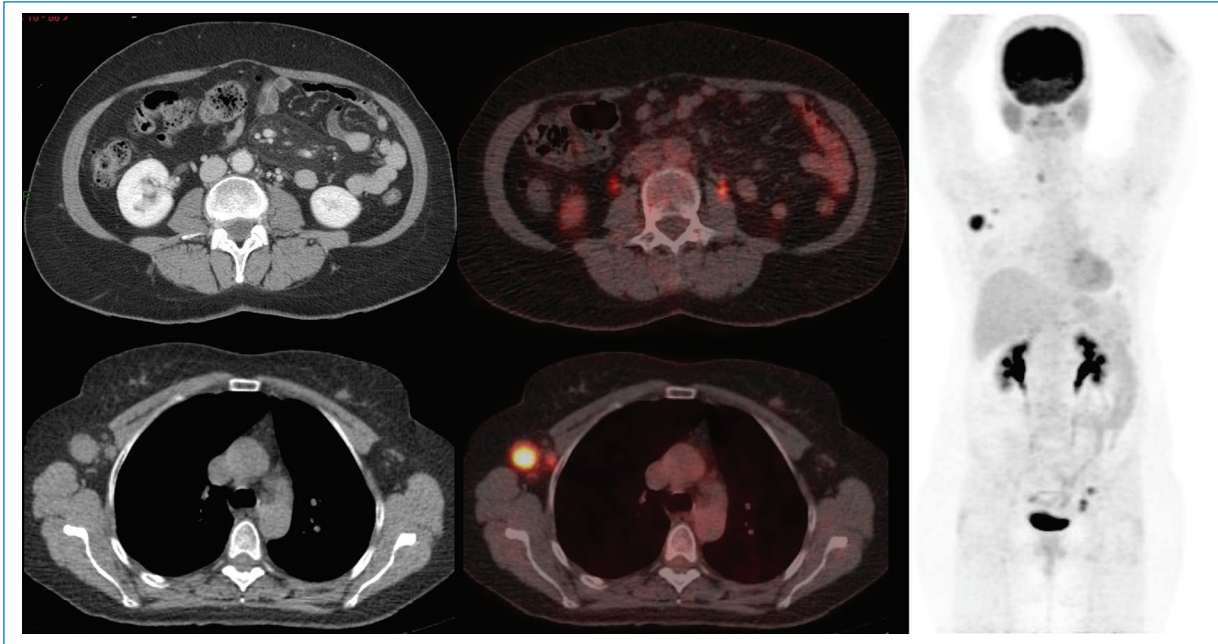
Mujer de 52 años con paniculitis mesentérica. Se realiza una PET/CT F18-FDG que muestra paniculitis mesentérica hipocaptante (fotos superiores), detectando adenopatías axilares derechas, que fueron biopsiadas con resultado de linfoma no Hodgkin de tipo folicular.
